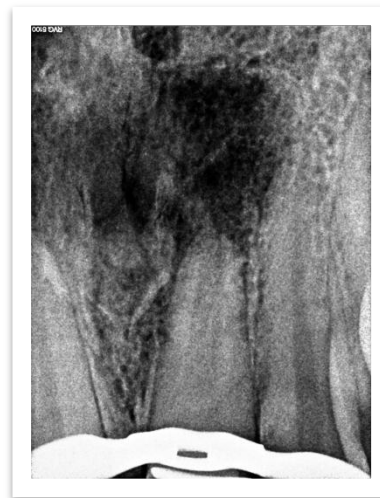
Radiografía Intraoperatoria.
